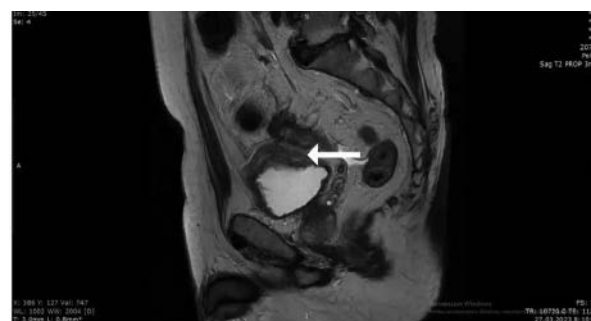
Результаты МРТ малого таза после НАПХТ. Стрелкой указано место ранее определяемой инвазии опухоли в мочевой пузырь
